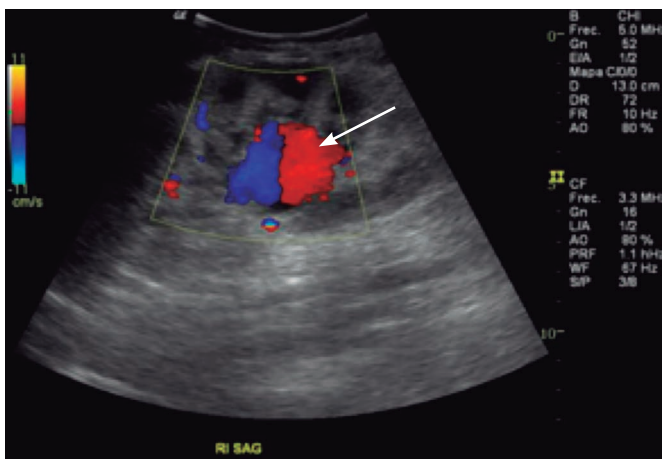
Ultrasonido Doppler de arteria renal con 3.2 centímetros de diámetro (flecha).
